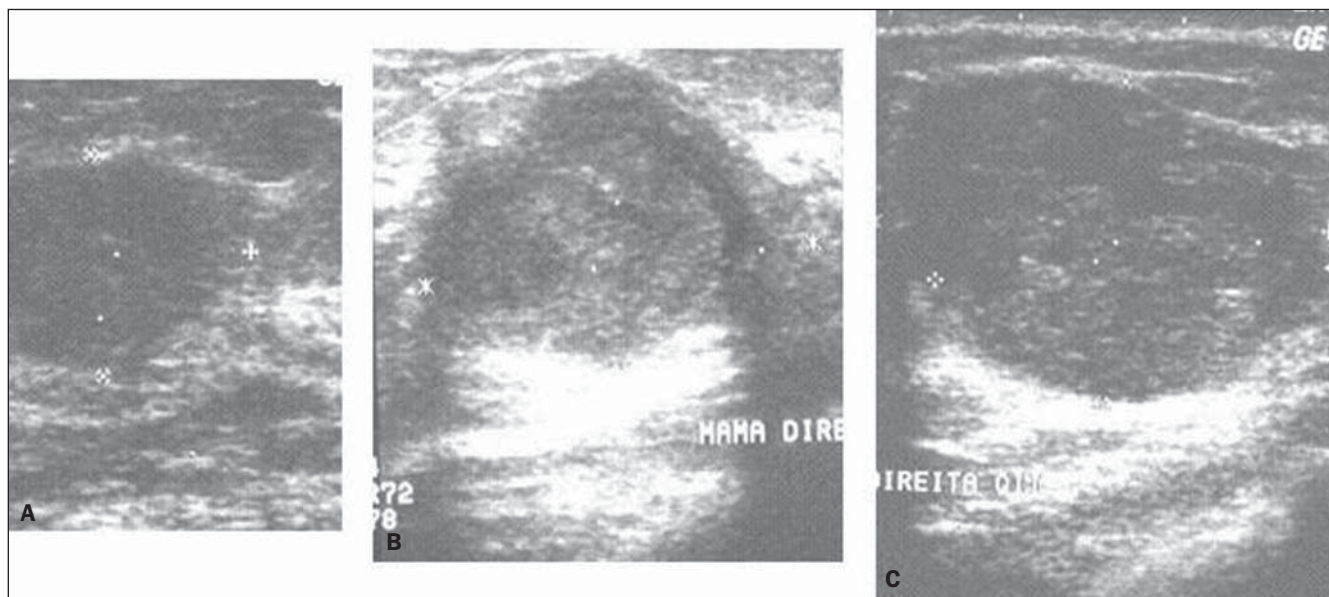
Ultrassonografias dos dois carcinomas ductais infiltrantes (A,B) e do carcinoma medular (C) classificados como benignos por *RS*. Estas mesmas lesões foram corretamente classificadas por *RA* e *DWR*.
